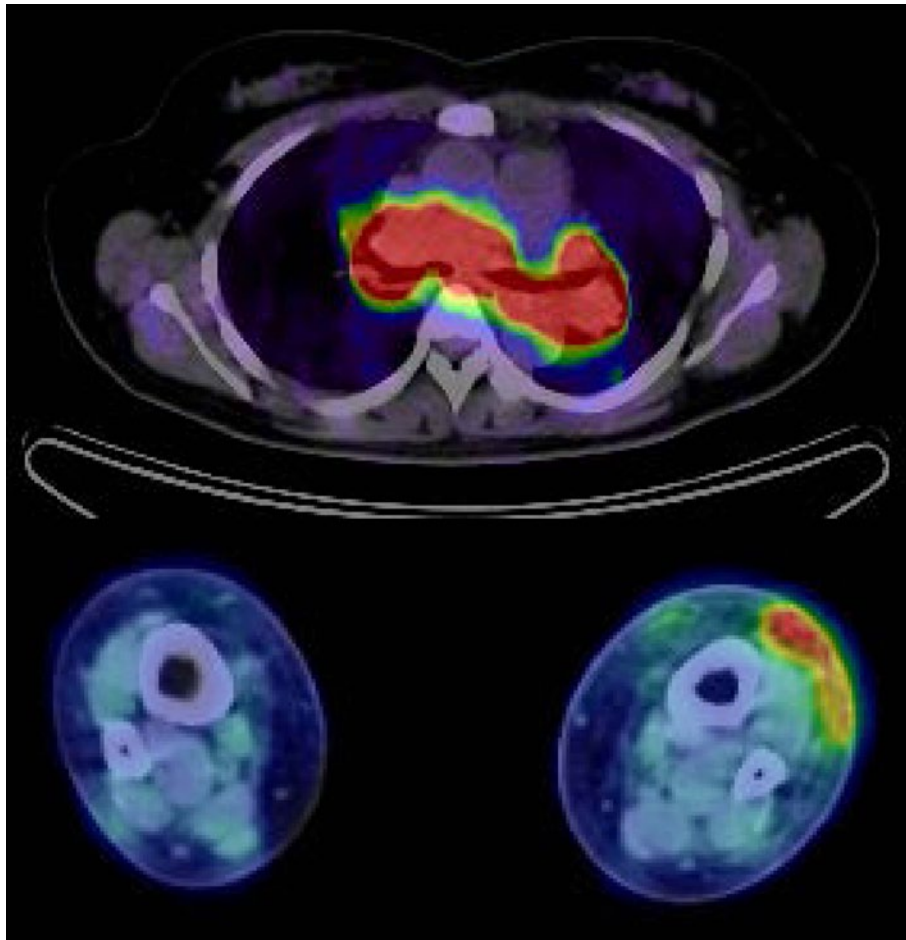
FDG-PET/CT. 両側肺門・縦隔のみならず(上), 下肢の結節性紅斑に一致した取り込みを認めた(下).
